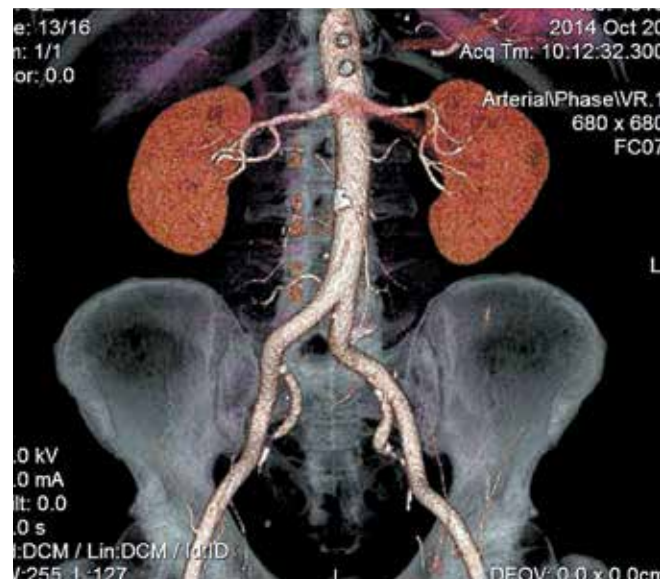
Мультиспиральная КТ с болюсным контрастным усилением
